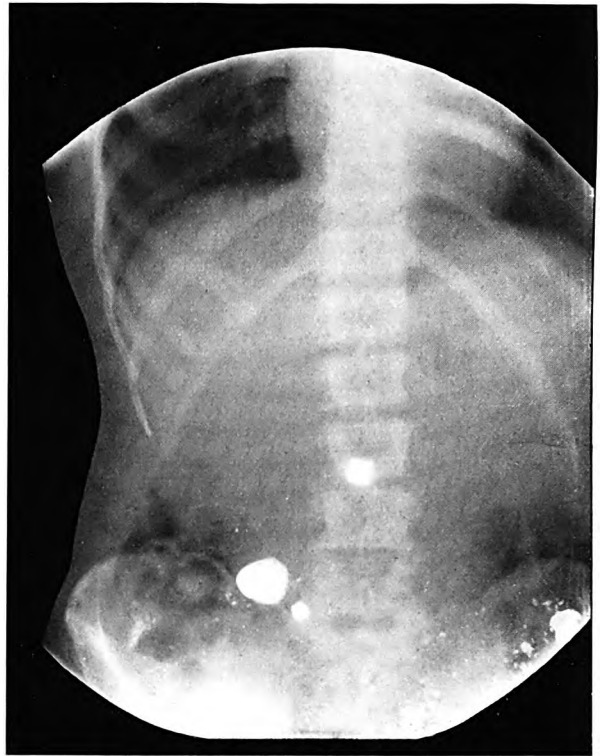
Röntgenbild in Bauchlage, 4 St. nach der R.-Mahlzeit. Das Divertikel erscheint ungefähr auf derselben Stelle wie auf dem vorigen Bilde, jetzt mehr ausgespannt. Der Magen ist leer.
